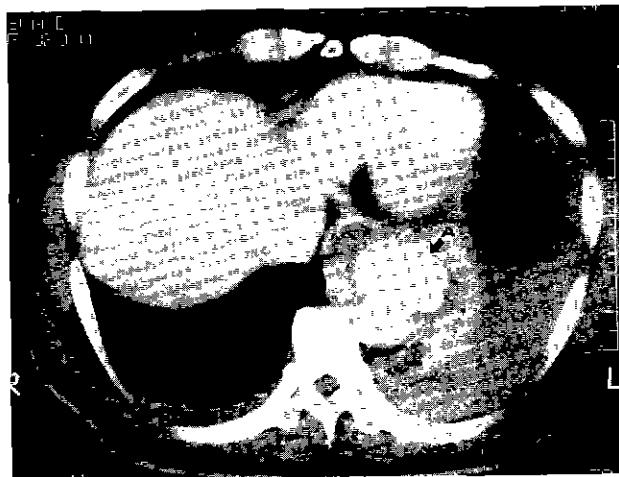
Chest CT of Previous Mycotic Aneurysm(A; Mycotic Aneurysm)
